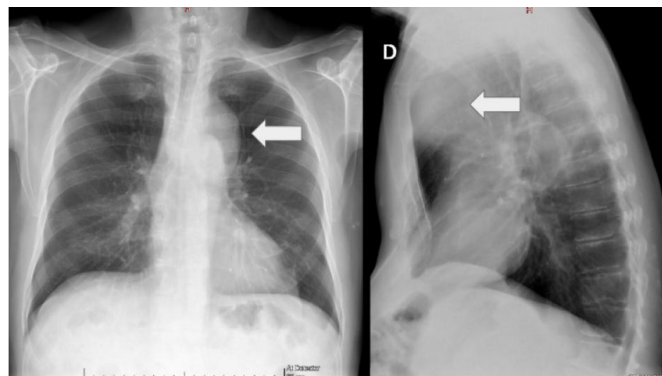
Radiografía de tórax anteroposterior y lateral: ensanchamiento mediastínico a expensas de una masa en el mediastino anterior y superior medio, que produce sintomatología compresiva y es sugestiva de ser un timoma.
